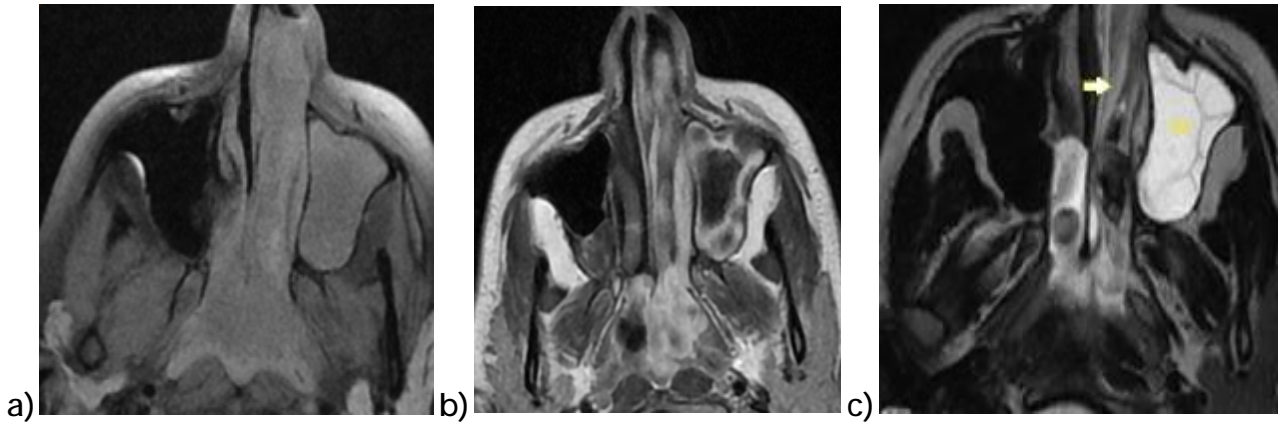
IRM cavités nasosinusiennes coupe axiale en pondération T1(a), T1 injecté (b) et T2 (c) qui visualise le comblement tissulaire iso signal hétérogène de la fosse nasale gauche (flèche) et le comblement hypersignal rétionnel du sinus maxillaire (SM) [Imagerie du CHU HassanII].
